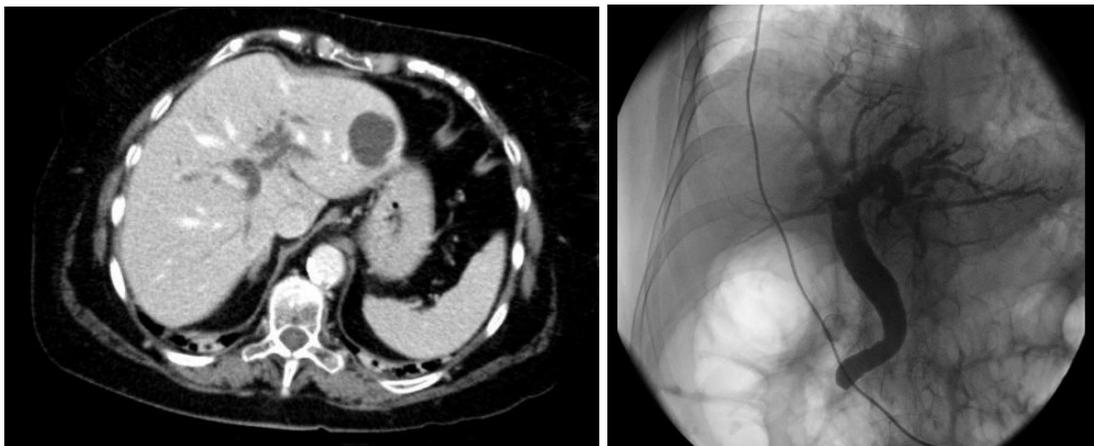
a) TAC abdominal de dilatación vía biliar intrahepática y b) CPRE de dilatación colédoco y vía biliar
